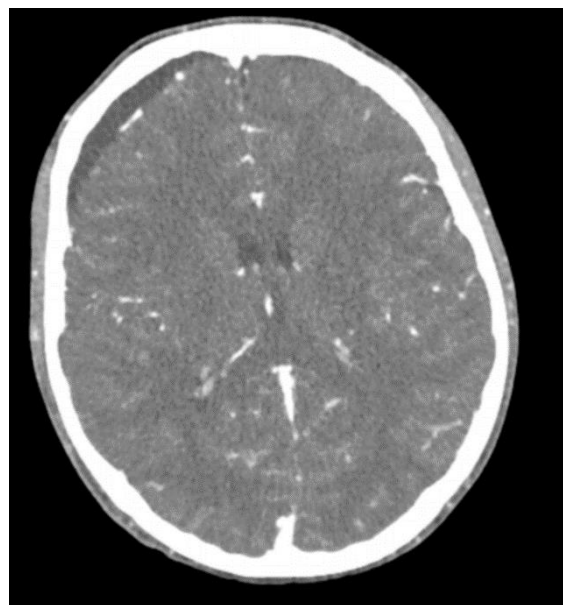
TC craneal con contraste iv: Se identifica desarrollo de colección extraaxial hipodensa, de localización frontobasal derecha, de hasta 8mm de espesor orientando hacia un probable empiema subdural.
